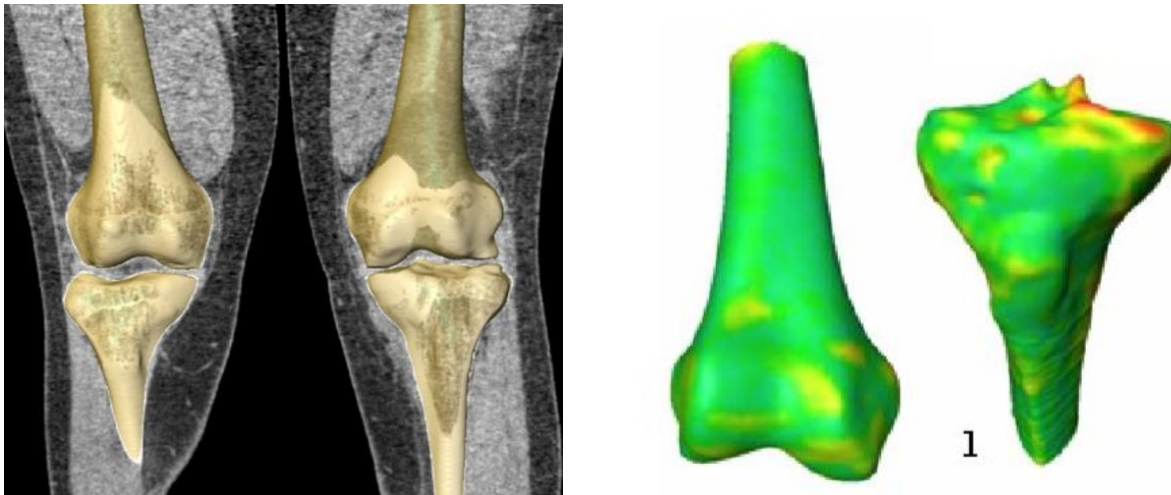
Dreidimensionale Rekonstruktion eines Femurs und einer Tibia anhand von Computertomografie-(CT)-basierten Knochenoberflächen (links) sowie trianguliertes Oberflächen-Modell in Amira® (rechts) (131)
